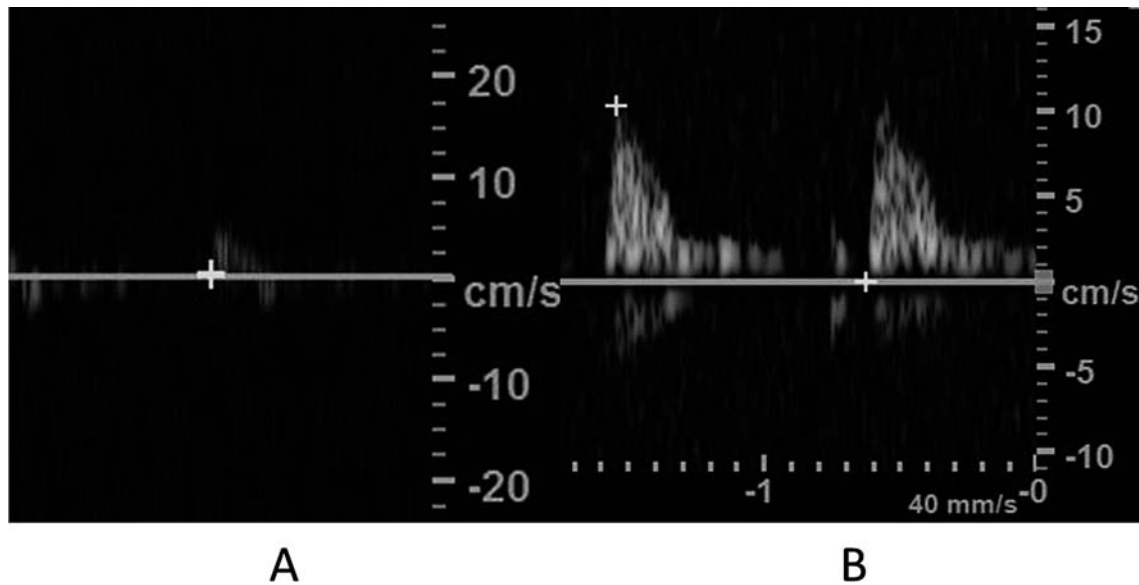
Color Doppler ultrasonography showed the improvement of blood flow in the corpora cavernosa: (A) before surgery and (B) 3 months after surgery. The peak systolic velocity increased from 4 to 11 cm/sec.
